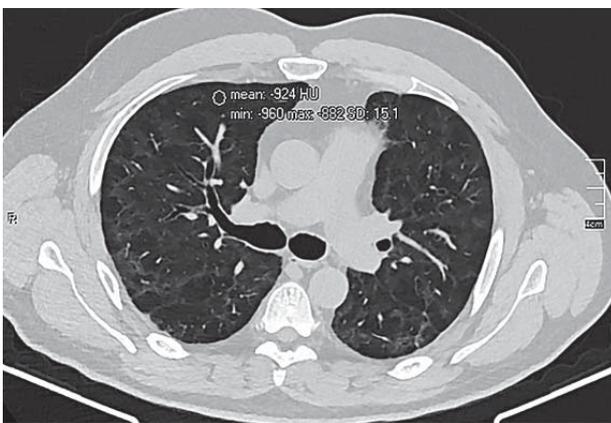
КТ ОГК хворого А. на тому самому рівні через 3 міс. Аксіальний зріз
